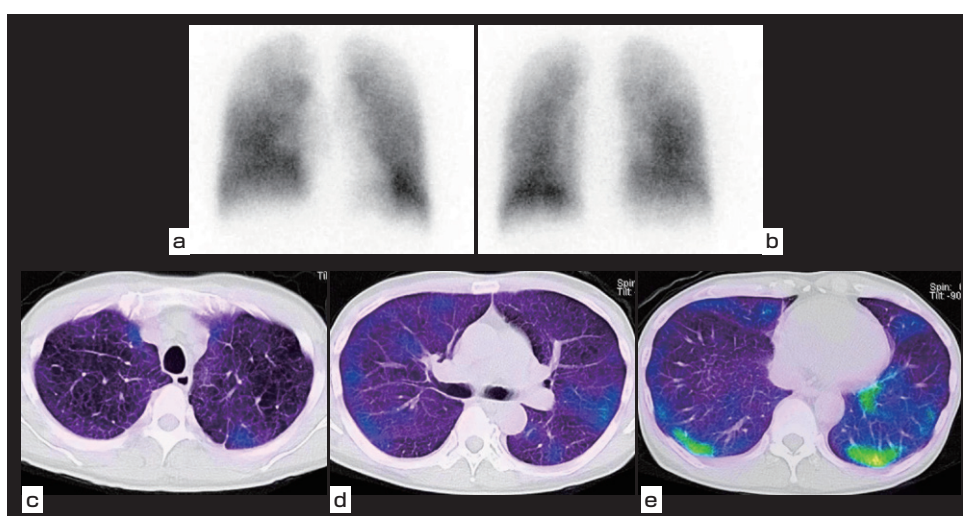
1年後肺血流シンチグラフィ画像 a.平面前面像 b. 平面後面像 c～e. SPECT/CT横断像
